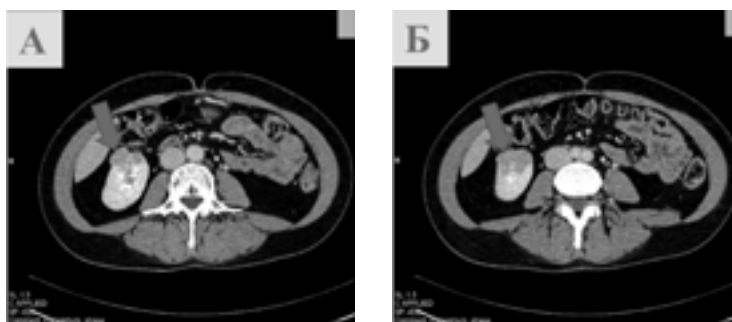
Больная Л, 46 лет и/б №51033. МСКТ с контрастированием на рисунке А, Б: паренхиматозная фаза исследования, сагиттальные срезы образование правой почки (стрелка)
